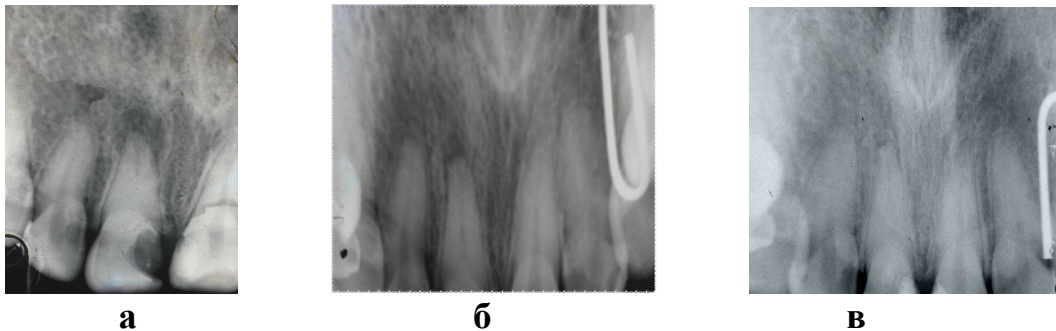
На прицільній внутрішньоротовій рентгенограмі фрагмента верхньої щелепи хворої П., 17 років, визначається вогнище деструкції кісткової тканини біля кореня 11 зуба з нечіткими межами (а). Відмічається тенденція до відновлення кісткової тканини через 3 місяці від початку лікування (б) та повне відновлення дефекту в кістці через 6 місяців після лікування (в)
